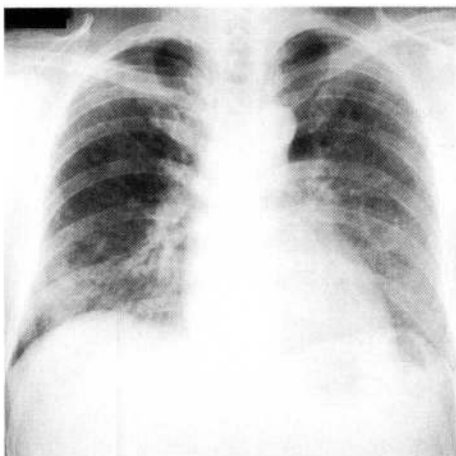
Chest X-ray on second admission shows more severe interstitial shadows in the bilateral middle and lower lung fields.
